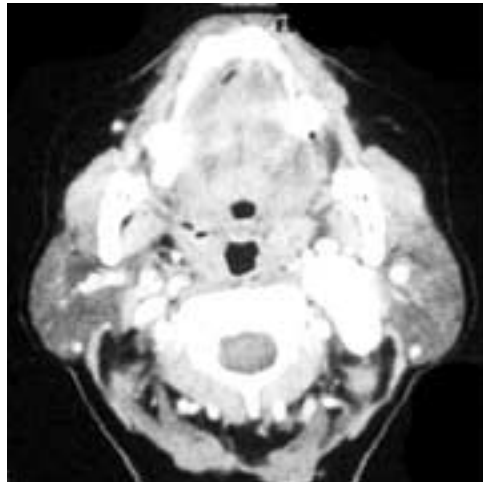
TC contrastada. Corte axial a nivel de base de cráneo donde se identifica glomus vagal que desplaza a la a. carótida interna y la v. yugular en sentido anteromedial y apófisis estiloides en sentido anterolateral.
